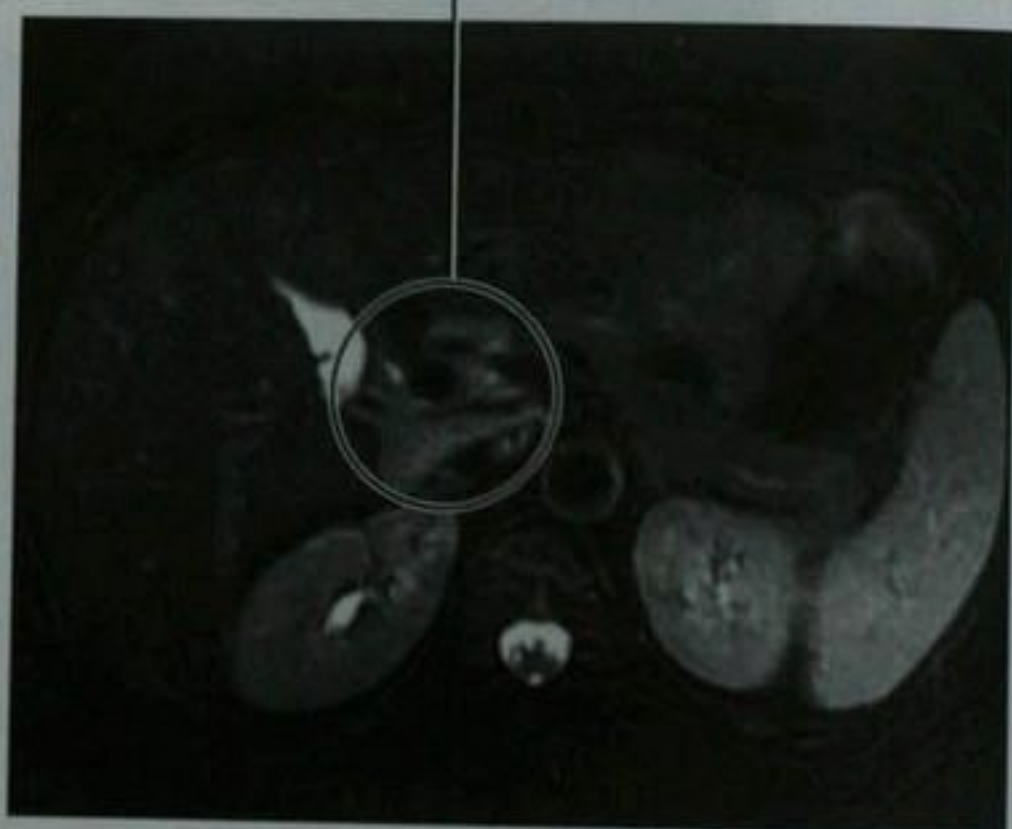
丙型肝炎患者的轴位 T2 加权 MRI 图像显示肝十二指肠韧带淋巴结。在脂肪抑制 T2 加权 MRI 图像上正常淋巴结表现为高信号强度
